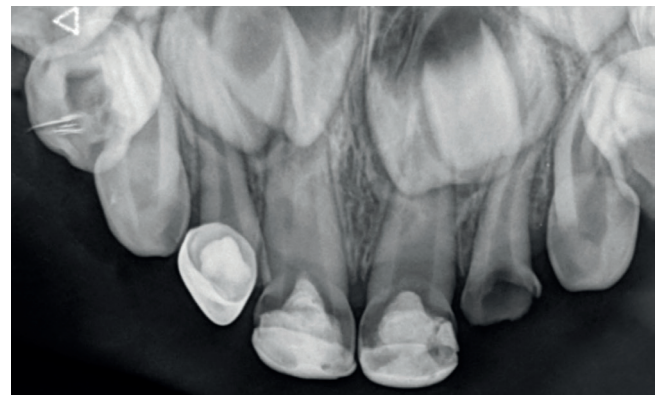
Radiografía inicial. Se observa OD 62 con lesión cariosa con compromiso pulpar.
